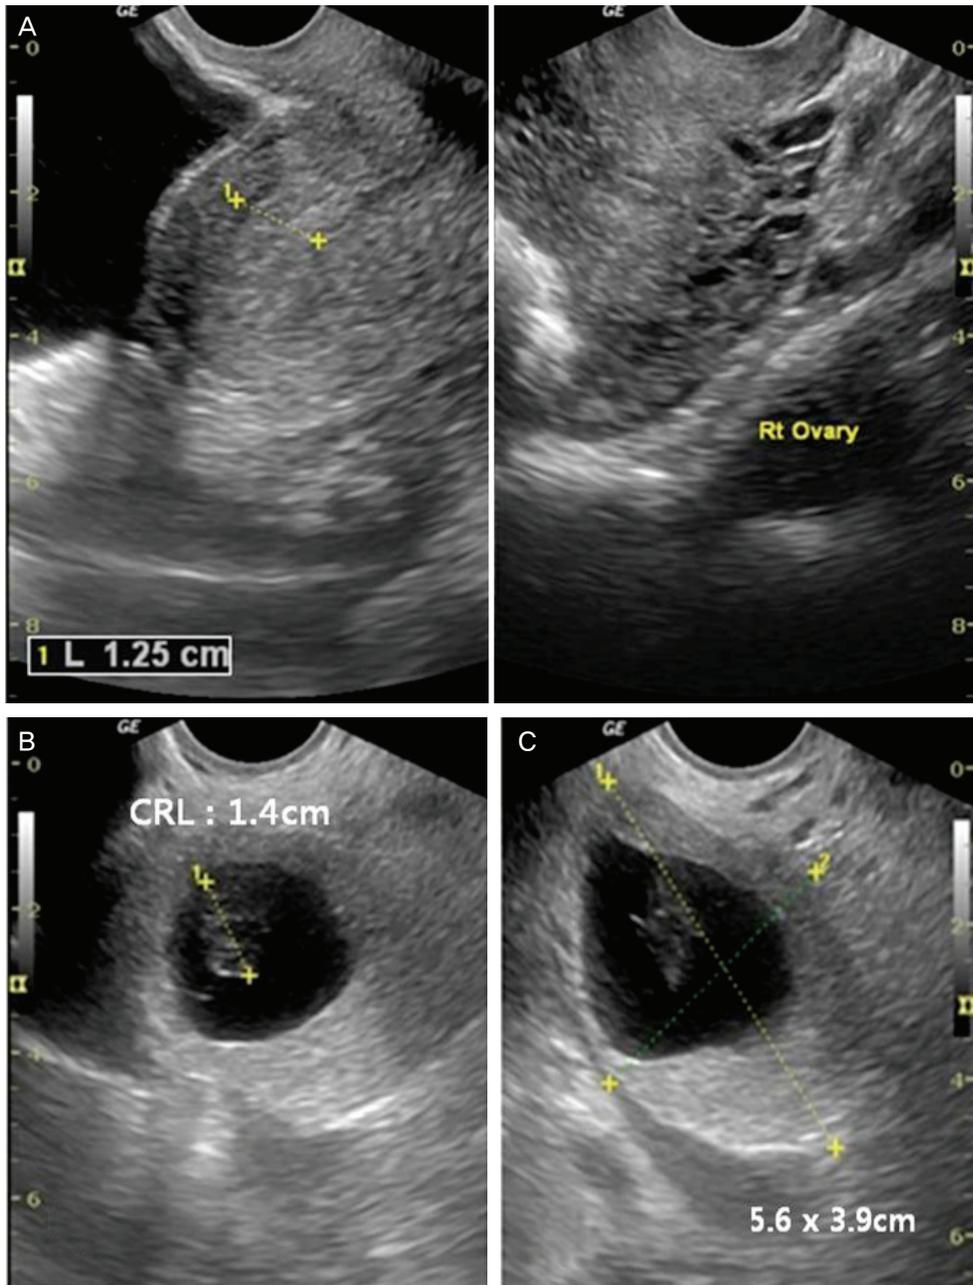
Transvaginal sonography findings. (A) No intrauterine gestational sac and normal right ovary. (B), (C) 1.4 cm (CRL) lesion in the 5.6 × 3.9 cm size mass of left adnexa. Fetal heart rate was not detected. CRL, crown-rump length.
